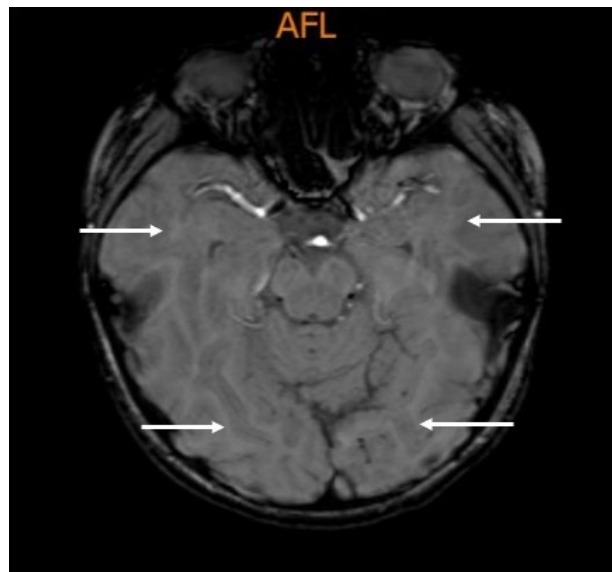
Resonancia magnética: Estigmas glióticos con patrón microvascular localizados en la región subcortical frontal bilateral no acordes con la edad del paciente, valorar alteraciones perinatales y o vasculíticas. Disminución de volumen de ambos hipocampos, con dilatación de las astas temporales predominantemente en el lado derecho y disminución de la sustancia blanca para hipocampal.
